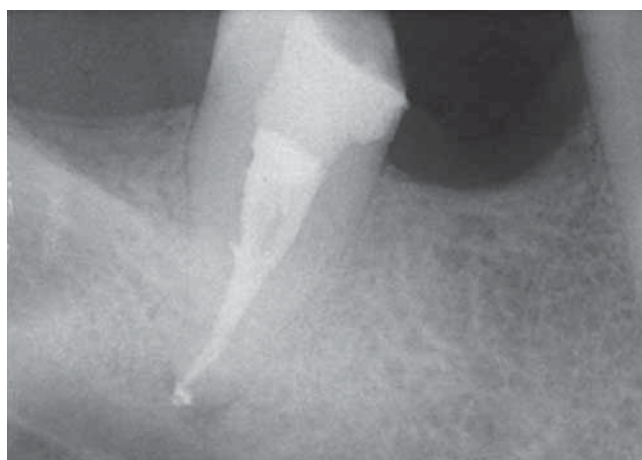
Radiografia postoperatoria di 4.7. Otturazione con guttaperca termoplastificata dopo attivazione sonora degli irriganti: si nota una complessa anatomia endodontica.
